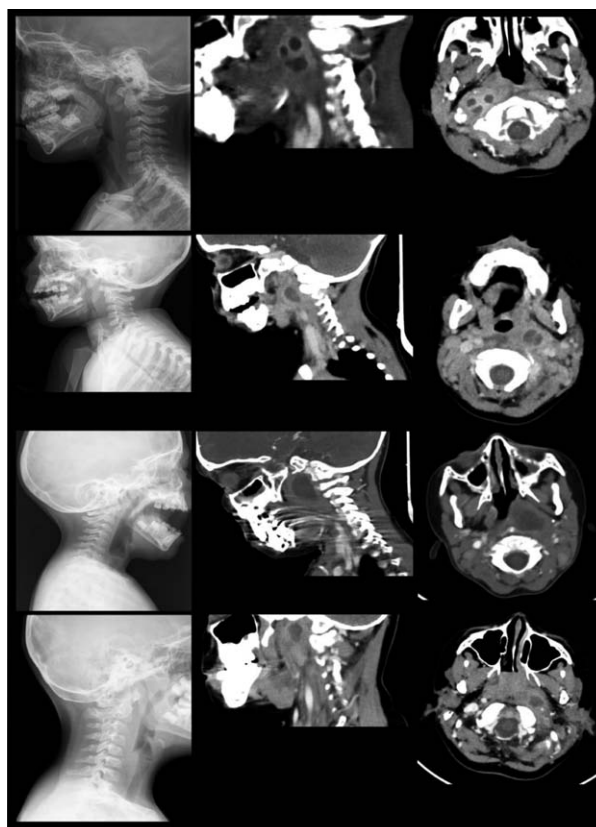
Se muestra la radiografía lateral del cuello y la TC cervical con contraste en dos planos de cada uno de los casos de absceso retrofaríngeo (de arriba abajo).
